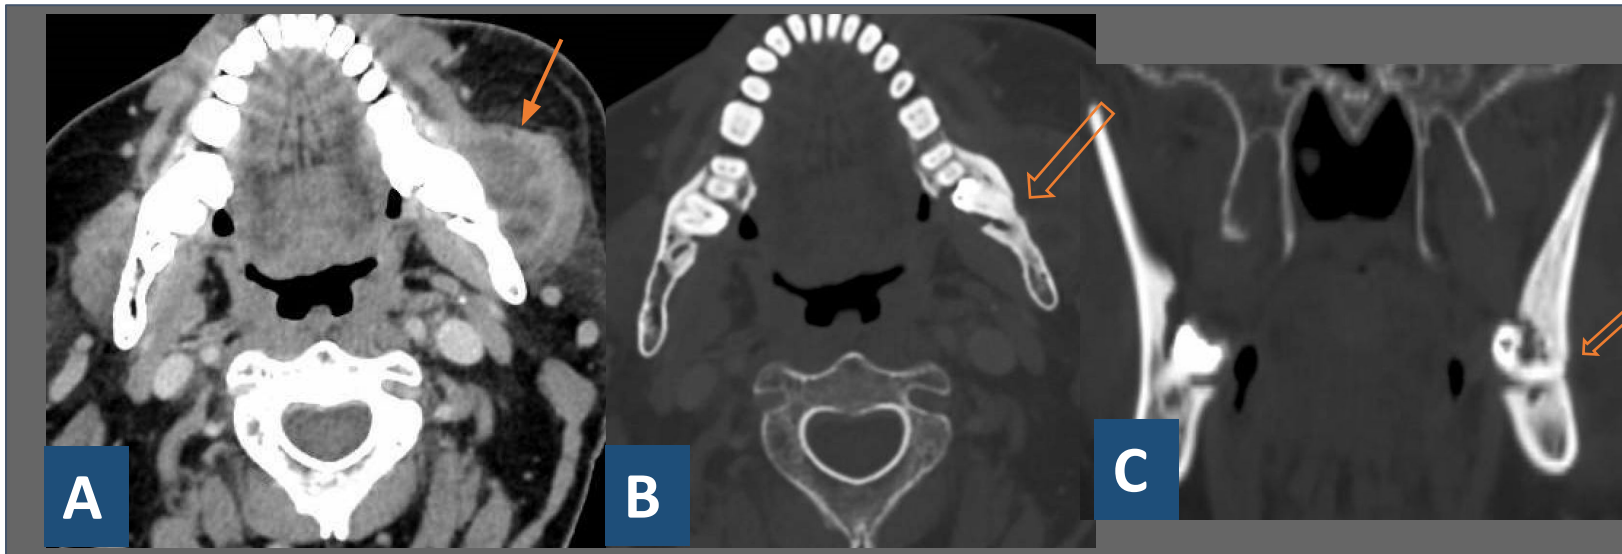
Las imágenes muestran cortes axiales (A, B) y coronal (C) de un TC de cuello con contraste en fase venosa donde se observa un absceso en espacio masticador izquierdo, en concreto en el espesor del músculo masetero (*flecha*), con probable origen de la pieza número 38 que muestra una lucencia periapical y disrupción de la cortical lingual en ventana ósea (*flecha hueca*).
